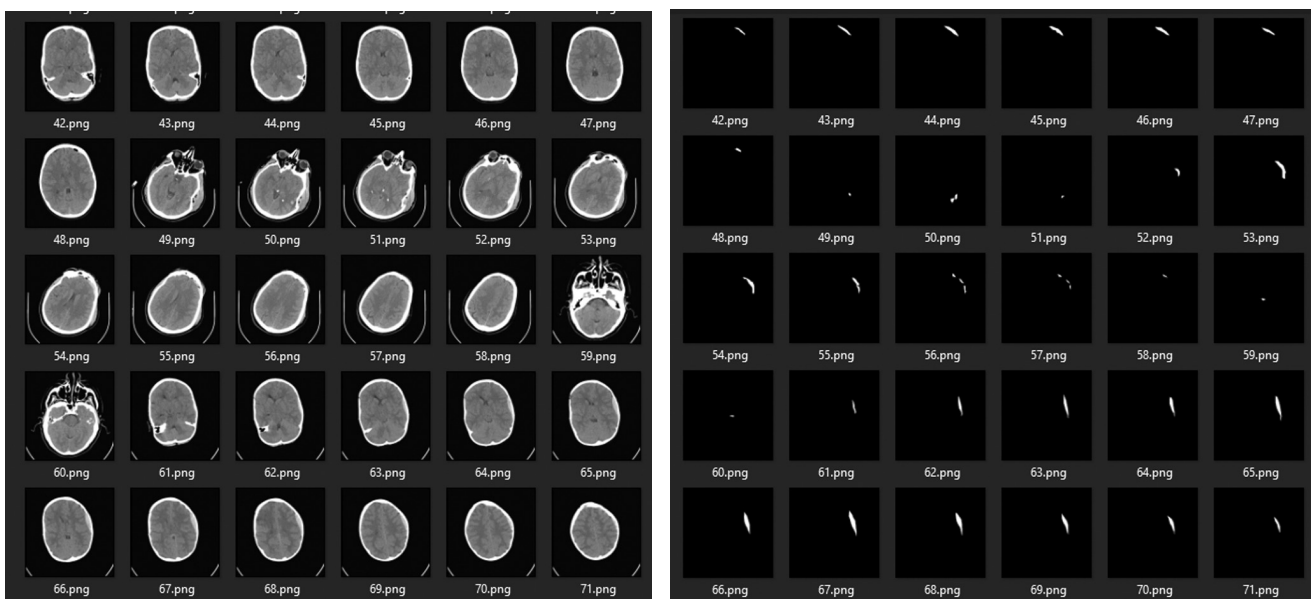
Матеріали для дослідження (КТ скани мозку та маски з крововиливами)
